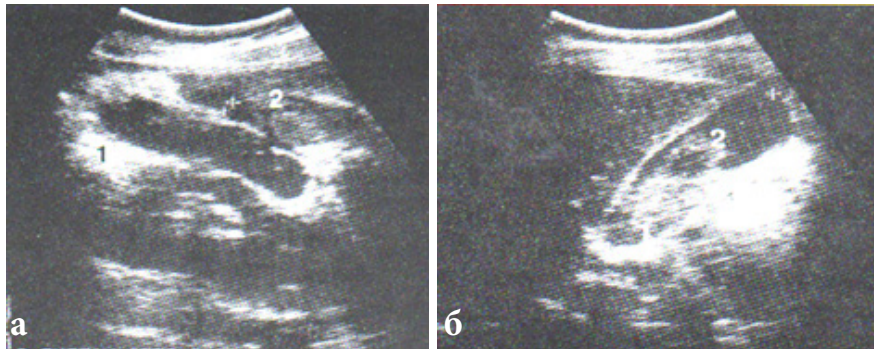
УЗИ: бескаменный гангренозный холецистит
